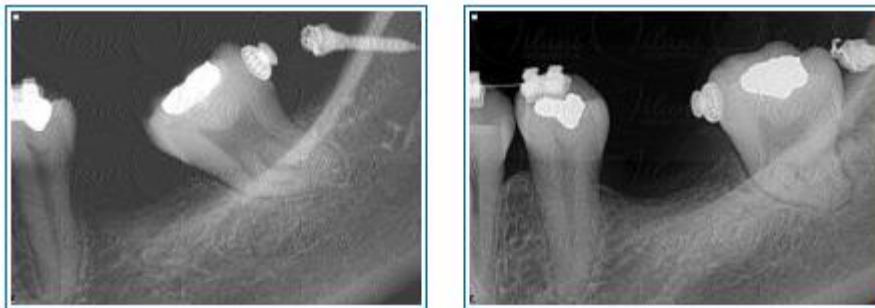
Radiografia de miniimplante verticalizando molar.
